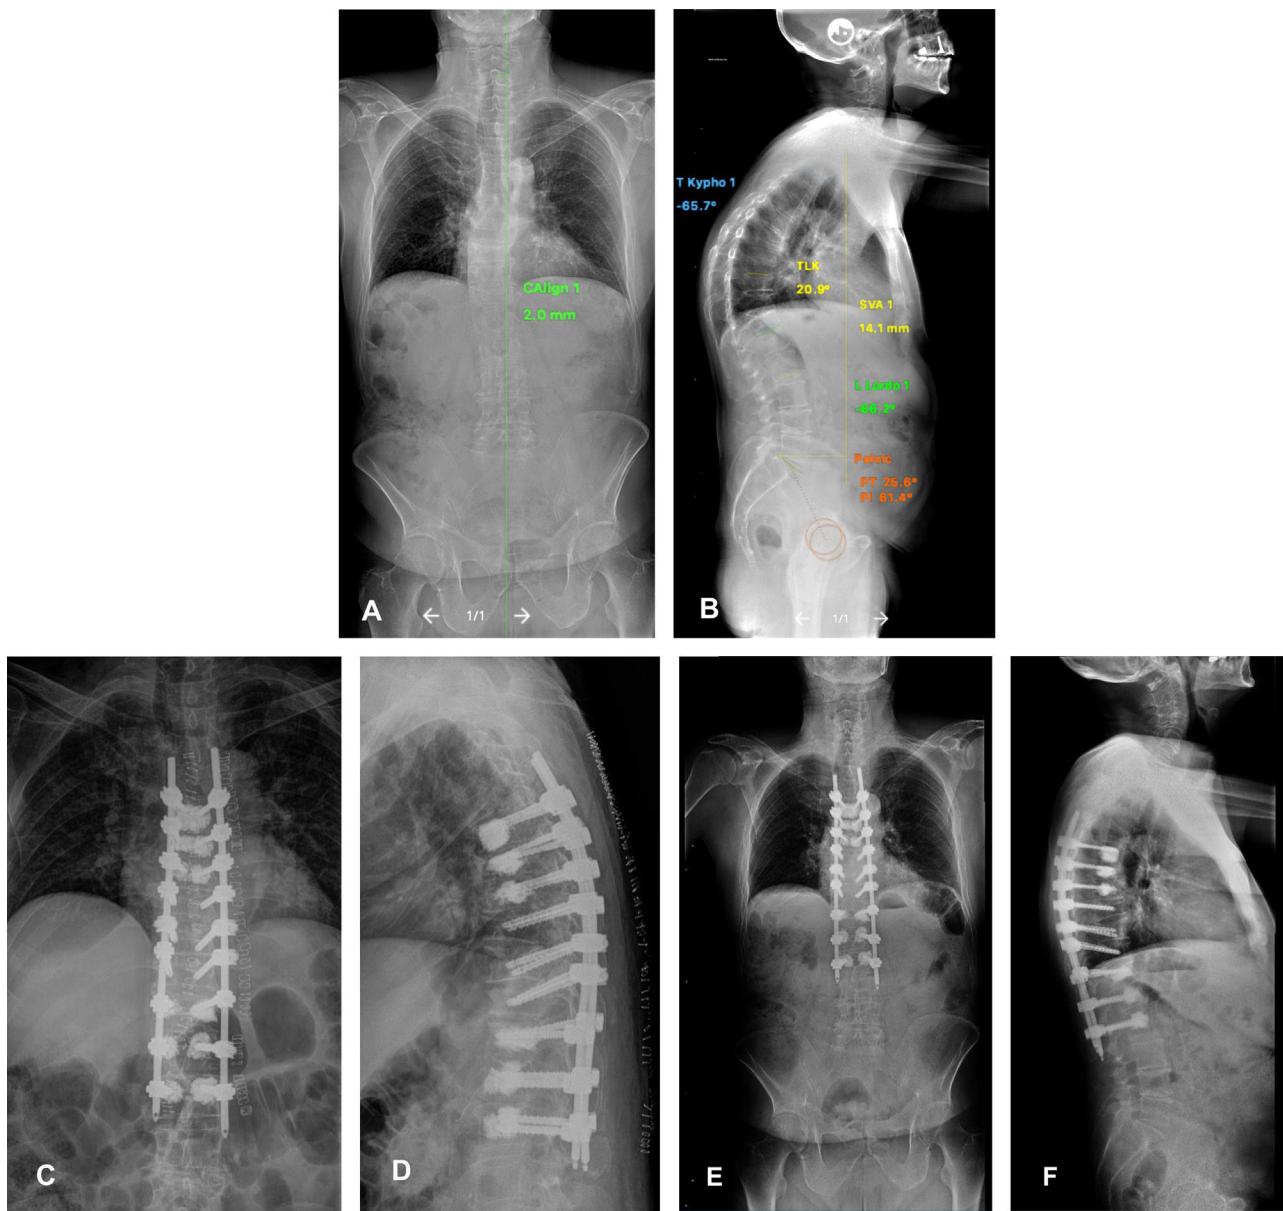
Varón, de 71 años, que sufrió una caída desde su propia altura en enero de 2023. Desde entonces presenta dolor dorsolumbar. Las imágenes A y B muestran una telerradiografía donde se aprecia el importante desbalance sagital provocado por las múltiples fracturas vertebrales, que suponen una hiper cifosis.
